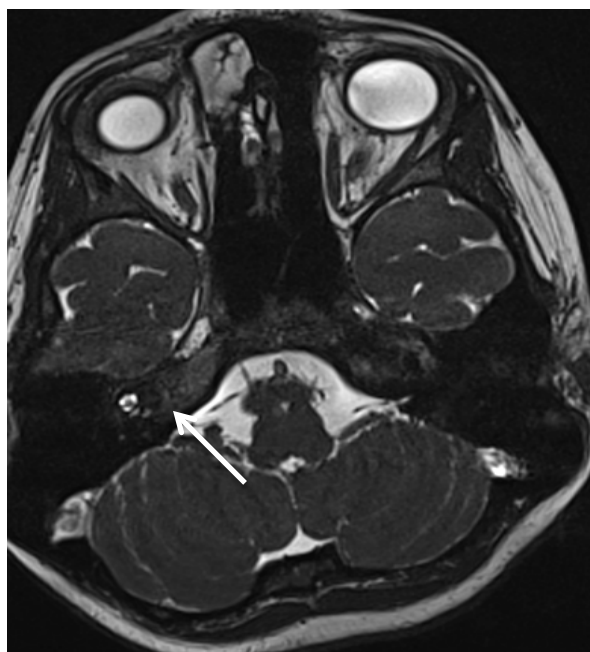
МРТ пацієнтки Р. з наявністю перилімфи у другому завитку.
